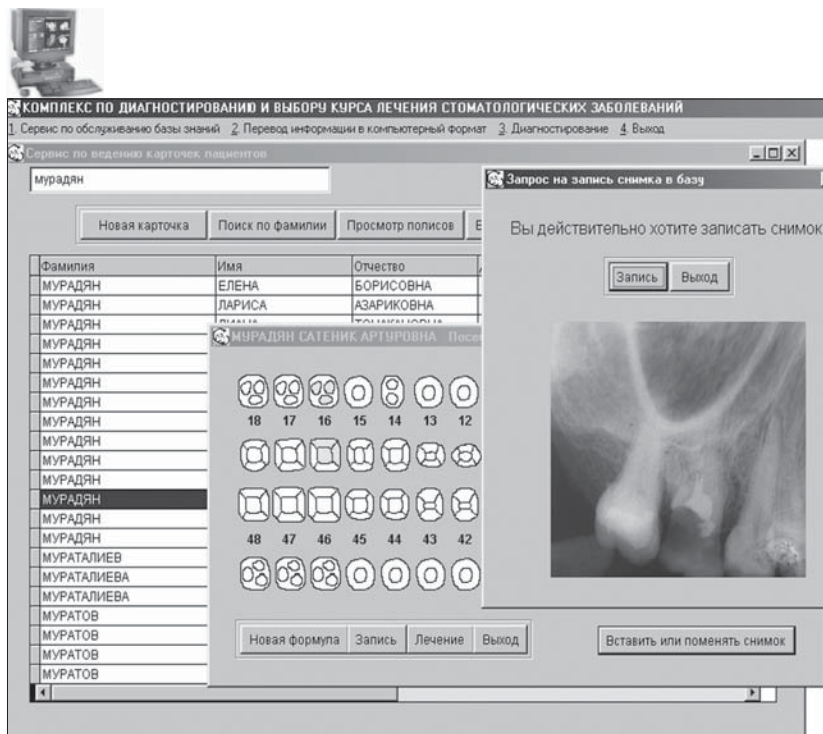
Включение рентгеновского снимка в базу знаний
